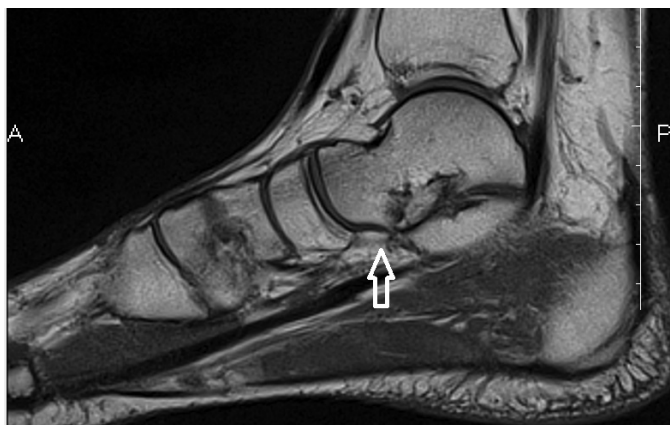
МРТ. Сагітальний зріз. Повністю пошкоджена ПЧЗ стопи. Стрілка – пошкодження дистальної частини підшовної порції ПЧЗ.
